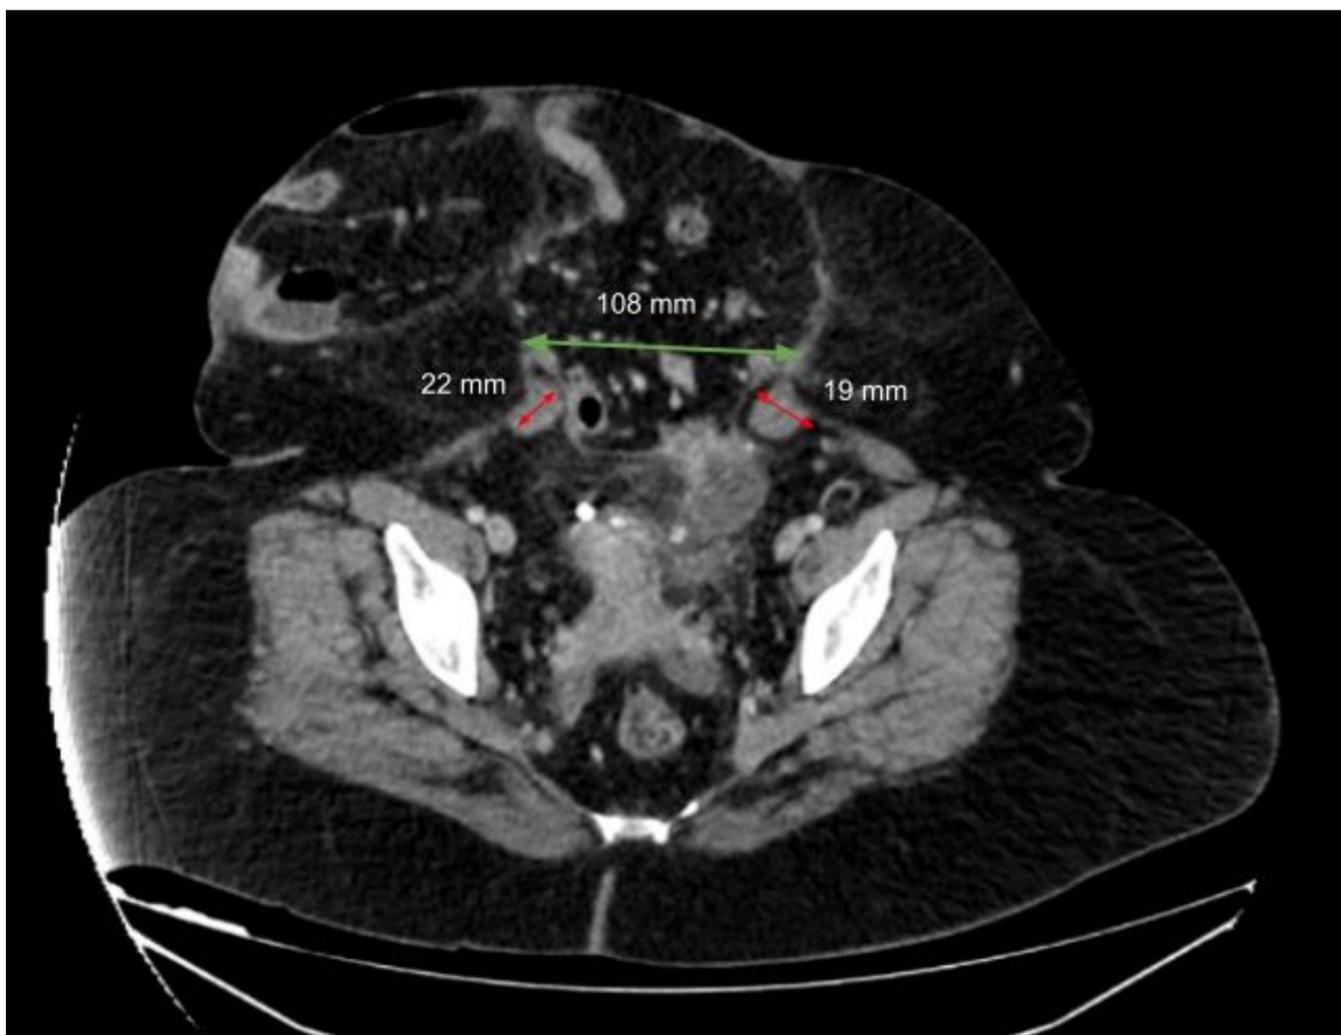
Imagen de TC abdominal en corte axial. Muestra la relación entre rectos abdominales y el defecto en la pared (RDR o Rectus to Defect Ratio)
